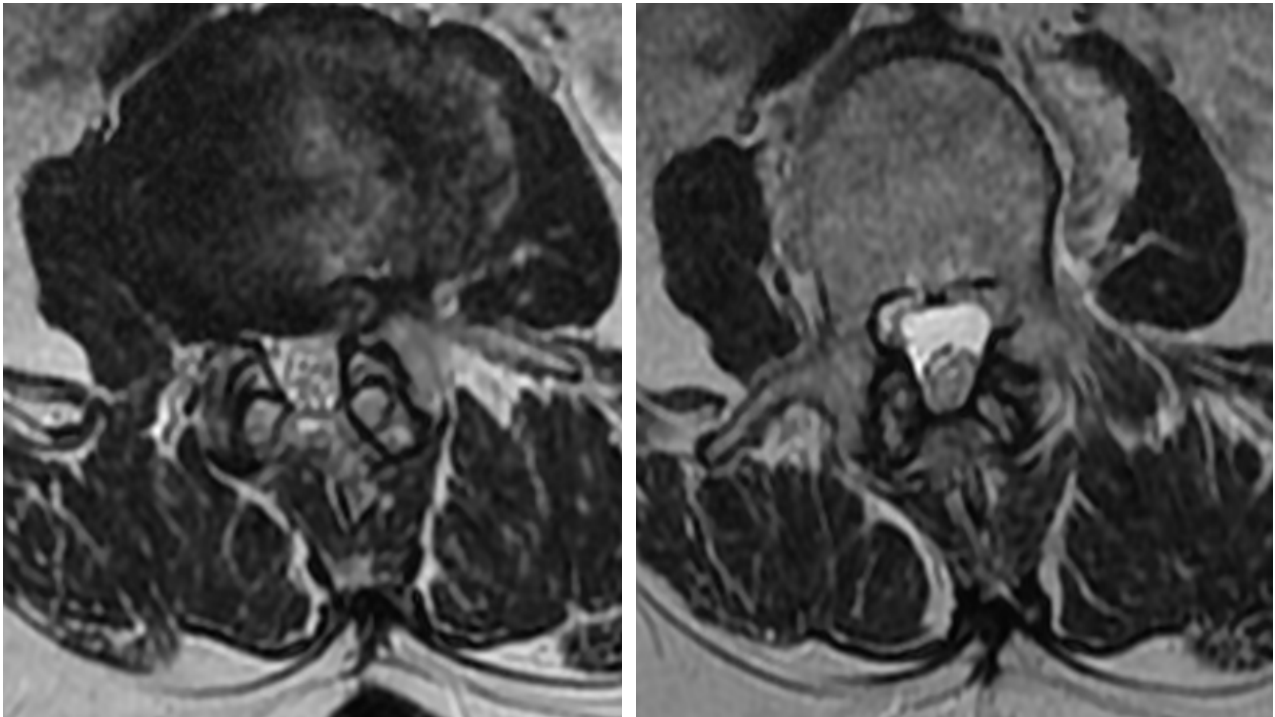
IRM en pondération T2 en coupes axiales objectivant une arthrose zygapophysaire avec pincement et bec ostéophytique
